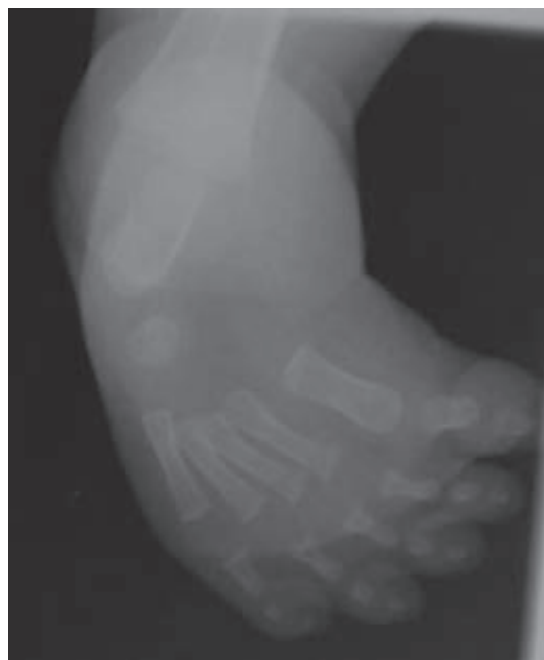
左右とも同様の経過につき右のみ提示する。初診時の右足部単純X線正面像ピラニースコア6点の内反足を認めた。
